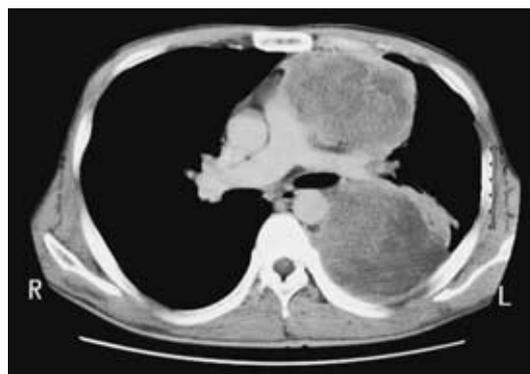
Chest CT revealing a huge tumor close to the aorta, pulmonary artery, and chest wall.
